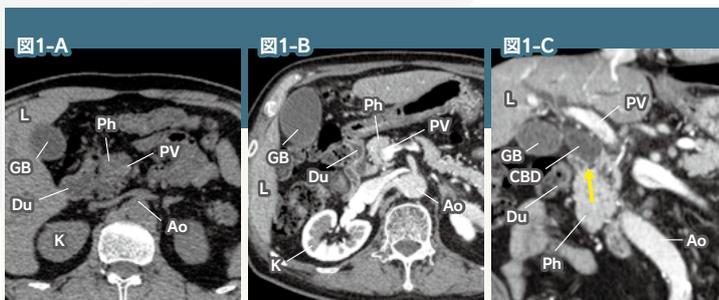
総胆管がんのCT(A:単純、B:造影早期、C:造影早期再構成斜冠状断):造影早期再構成斜冠状断像(C)で総胆管がんによる閉塞部位と上流側の拡張がよくわかる。
